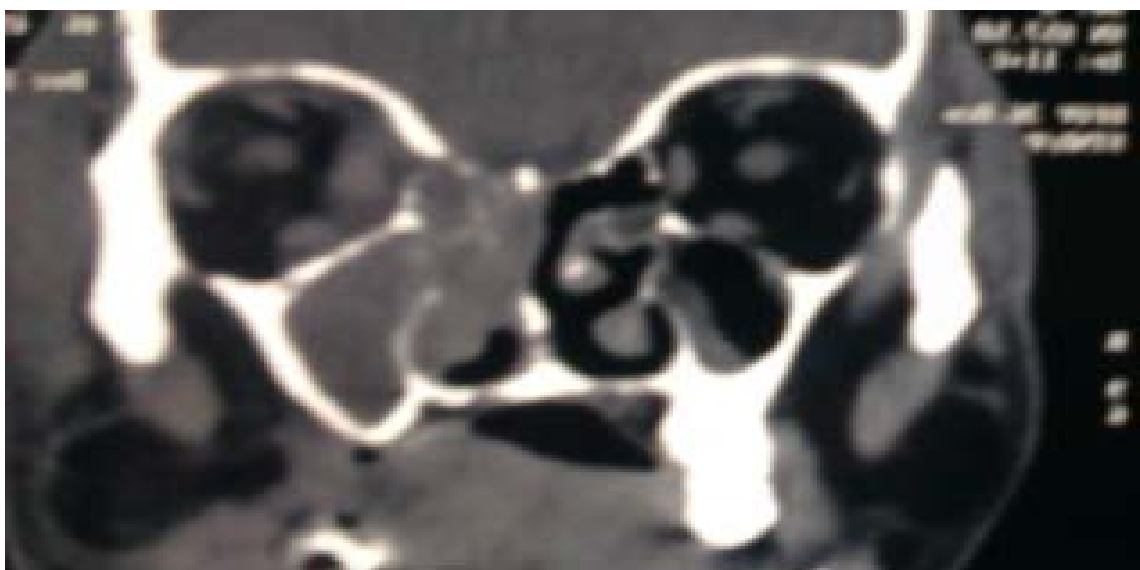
TDM faciale en coupe coronale objectivant une sinusite ethmoido-maxillaire droite responsable d'une cellulite retro-septale par lyse de la lame papyracée.
